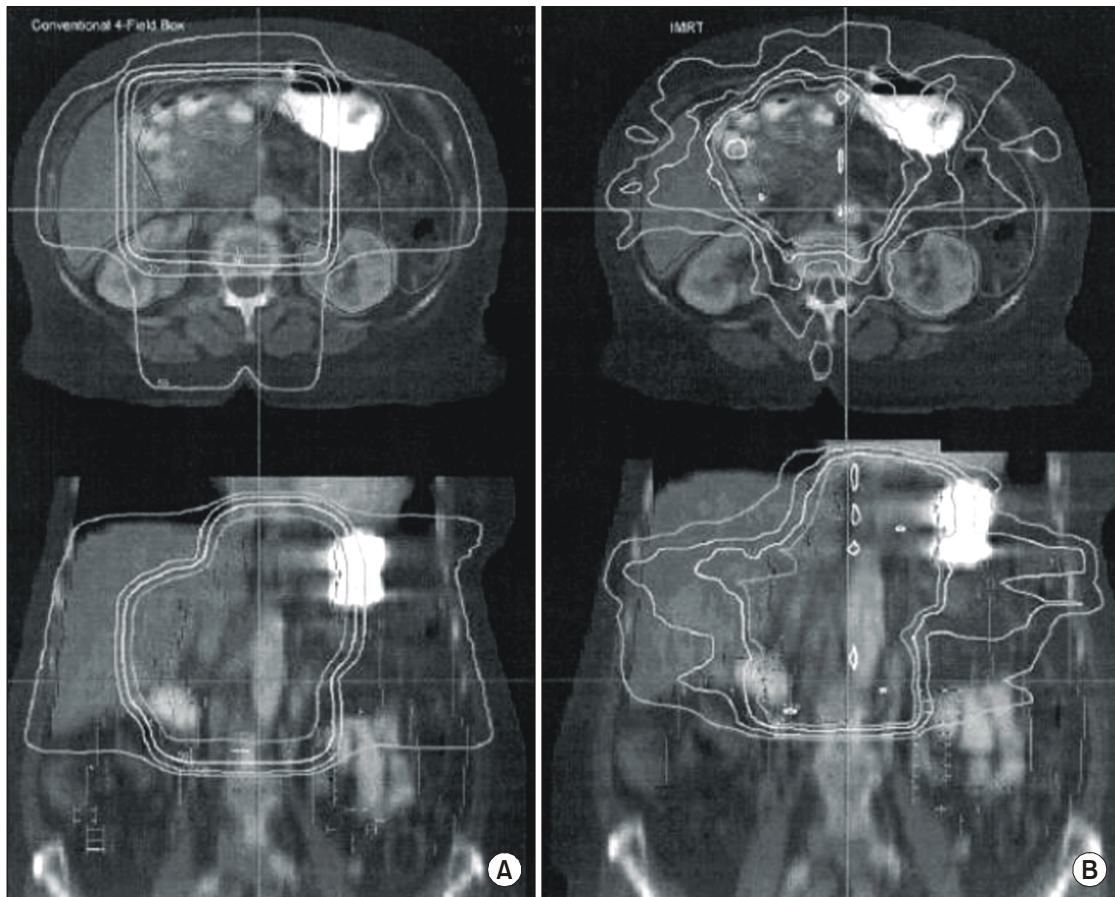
Representative isodose curves for intensity modulated radiotherapy (IMRT) and 3D-CRT (3-dimensional conformal radiotherapy) plans. Axial and coronal CT scan slices shown for (A) 3D-CRT and (B) IMRT plans. Isodose curves, planning target volume (PTV), Isodose lines colored as follows: 50% orange, 70% light blue, 90% yellow, and 100% pink.
